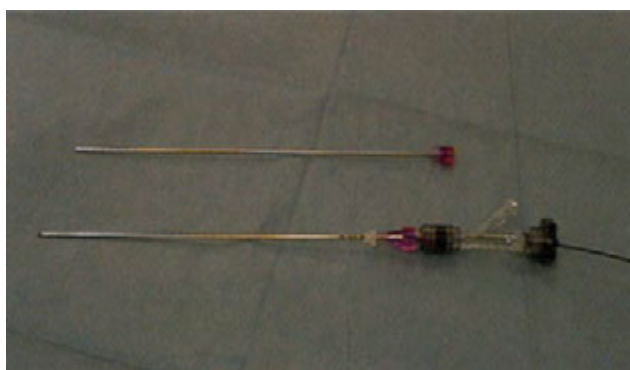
MRI対応の18Gの穿刺針である。内筒を抜去し、レー
